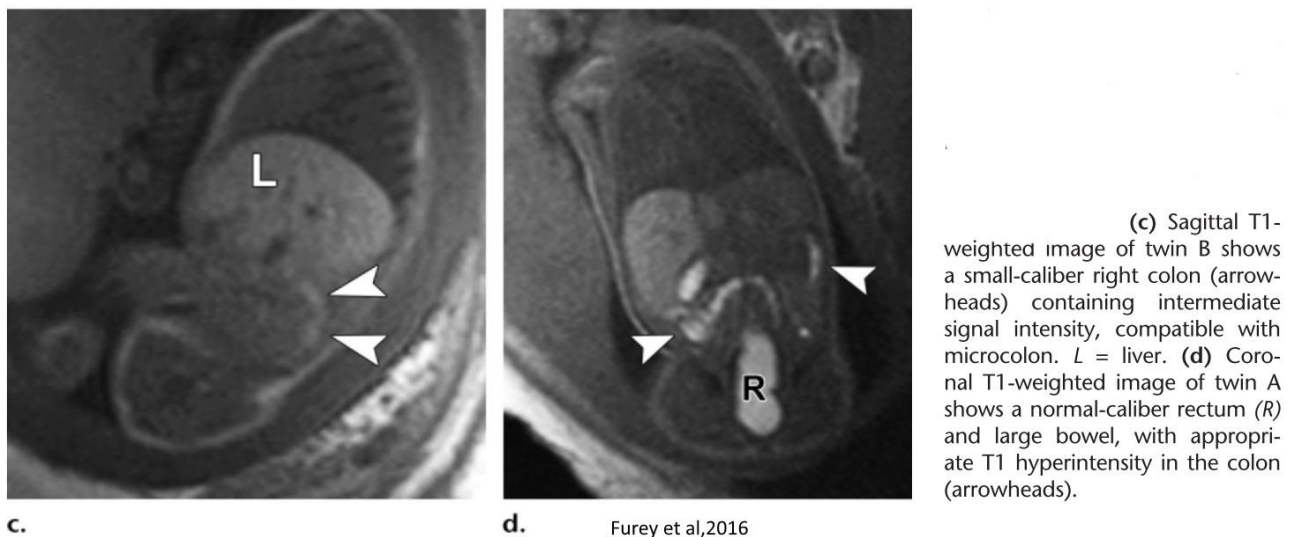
Grossesse gémellaire Bichoriale Biamniotique à 36SA. A gauche : jumeau B, avec un microcolon. A droite : jumeau A, avec poche rectale et colon normaux. D'après Furey et al, Radiographics(62).
